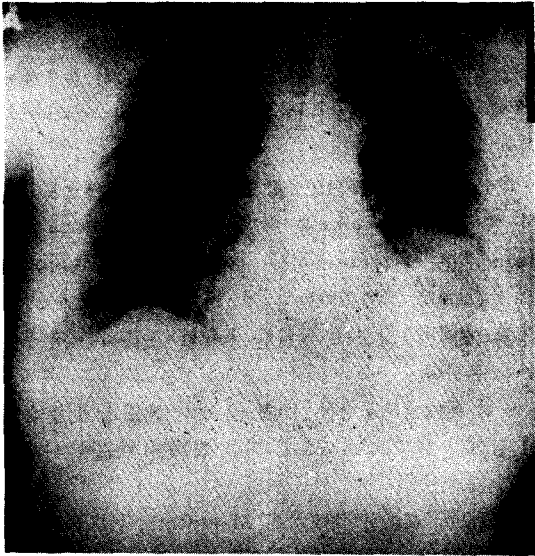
Posteroanterior roentgenogram of the chest reveals a sharply circumscribed tumor mass in the left lower lobe measuring 8.5cm × 6cm.
